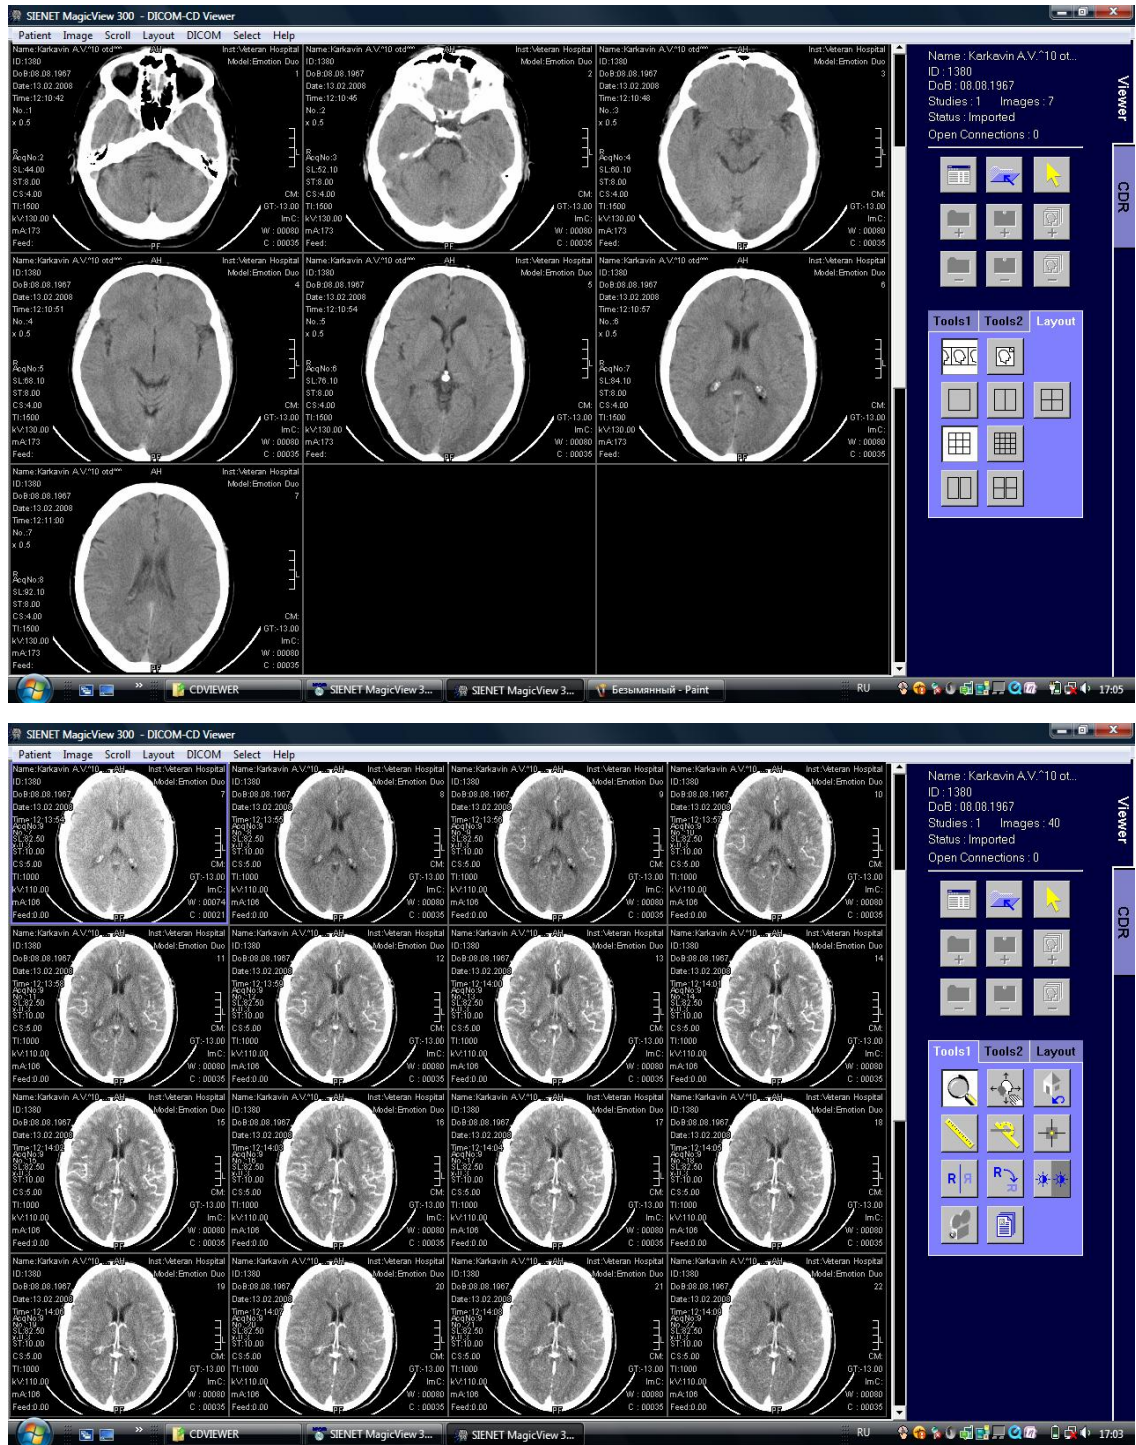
Этапы проведения КТ-перфузии больному К-ну, 1967 г. рожд.
